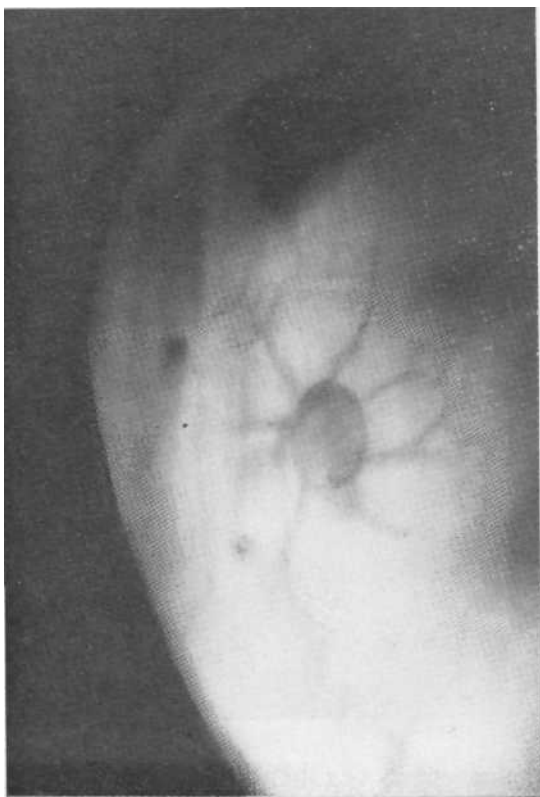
Томограмма в прямой проекции. Туберкулома с распадом у нижнего полюса и обызвествлением у верхнего. Операция.
